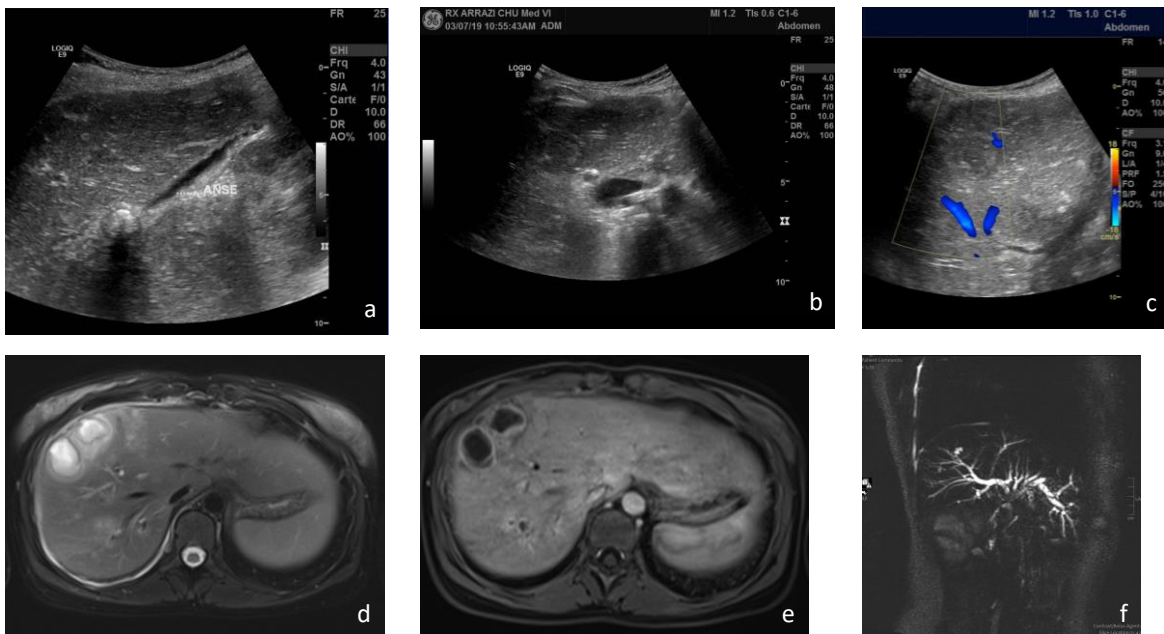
Echographie et IRM abdominales objectivant un calcul enclavé au niveau de la zone d'anastomose bilio-digestive, avec individualisation de plusieurs abcès au niveau des segments VI, VII et VIII
